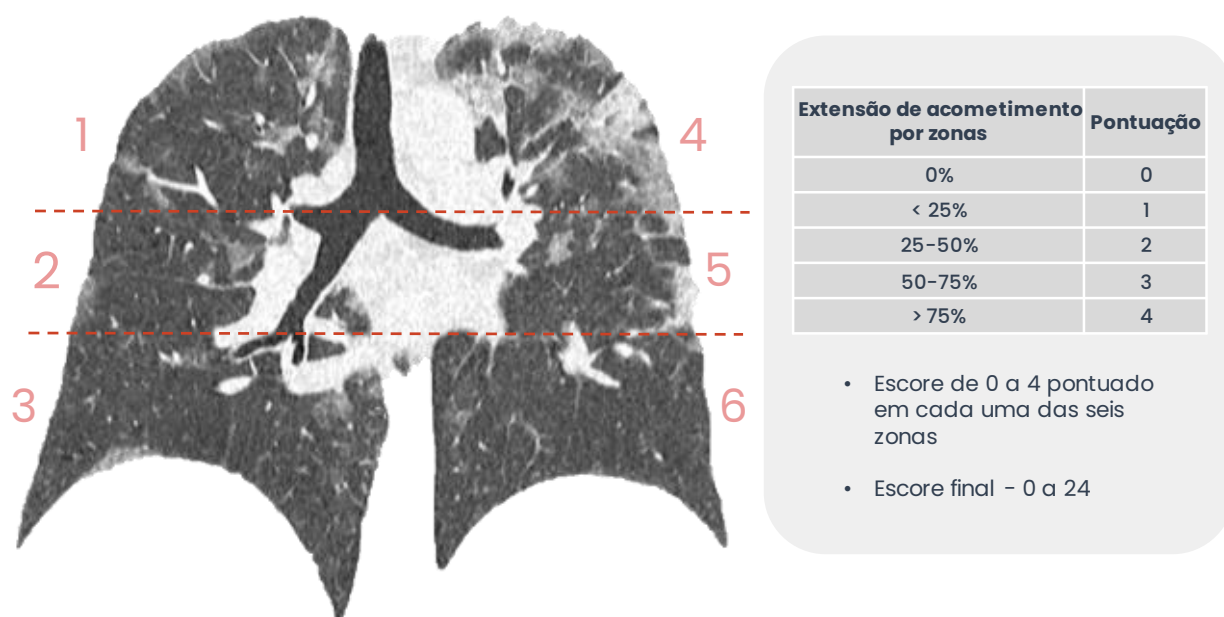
Escore tomográfico semiquantitativo de extensão de acometimento pulmonar (Ooi GC, Khong PL, Müller NL, et al. Severe acute respiratory syndrome: temporal lung changes at thin-section CT in 30 patients. Radiology. 2004;230(3):836-44)
